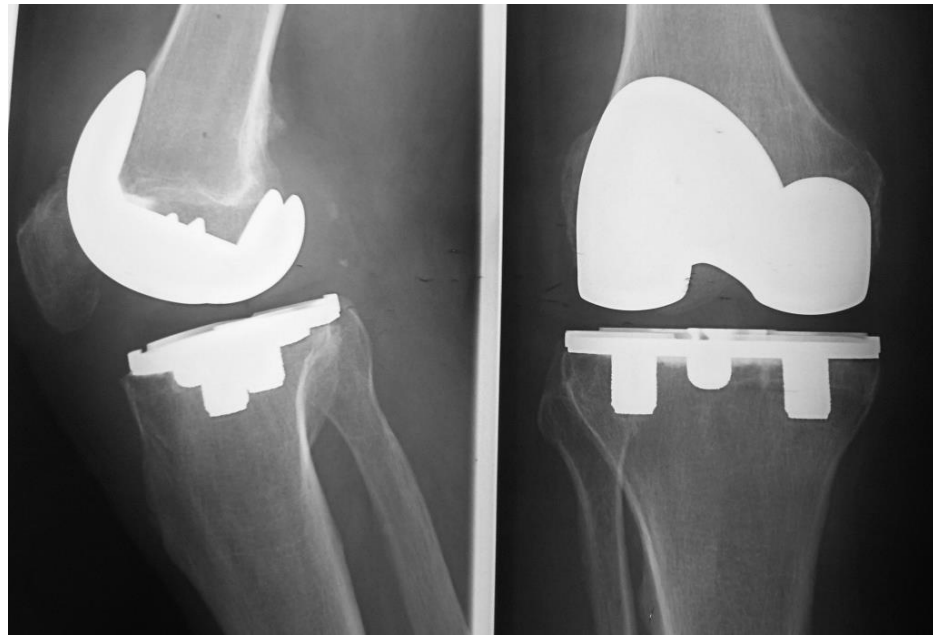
Послеоперационные рентгенограммы пациента О.
